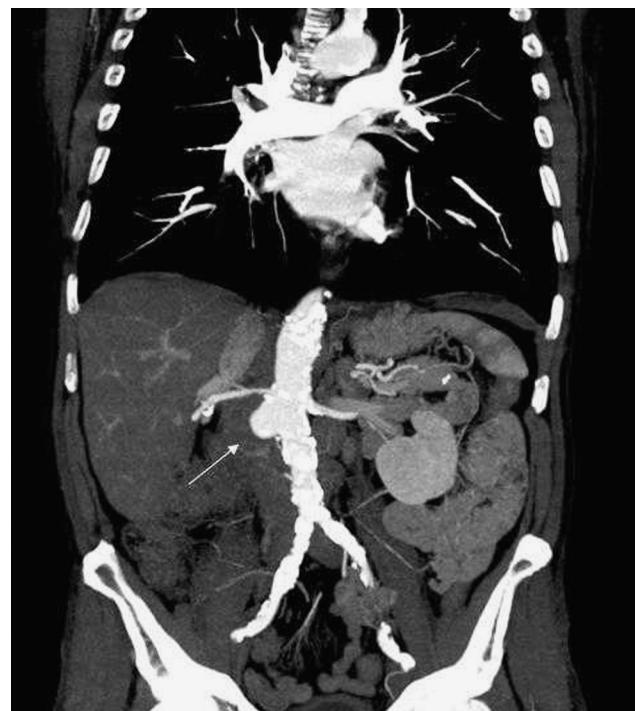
Tomografía axial computarizada de abdomen, en la que se visualiza una dilatación aneurismática de aorta abdominal infrarrenal (flecha blanca) con una colección adyacente.
